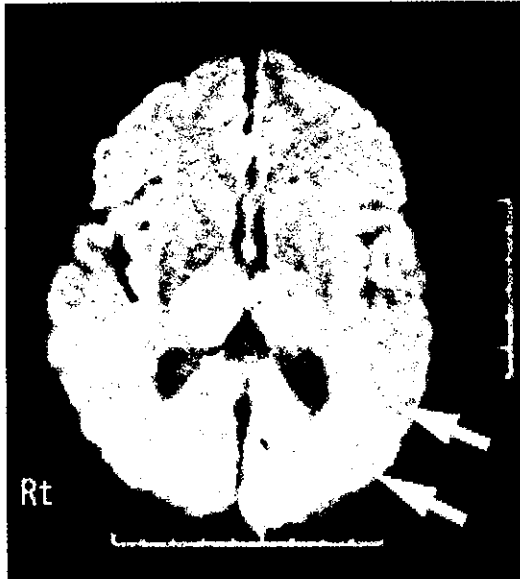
大動脈原性脳塞症の一例(頭部 MRI 拡散強調画像)
